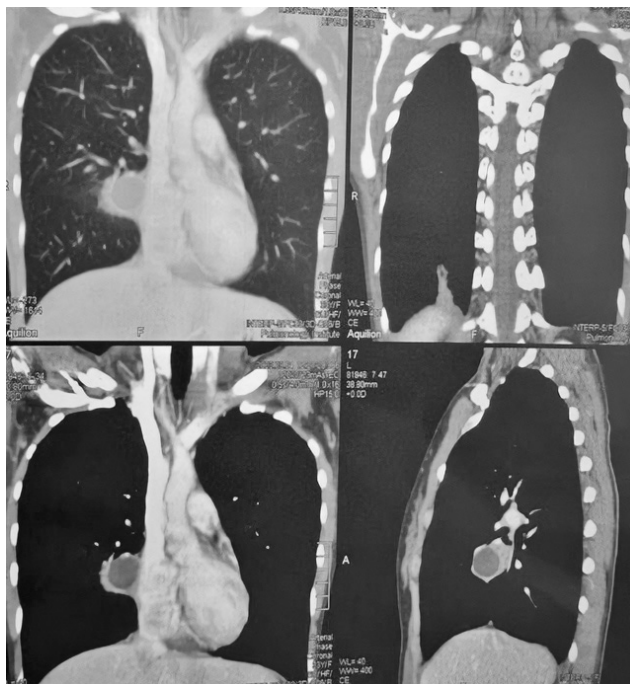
На КТ ОГП – кістозне утворення 4-го сегмента правої легені
